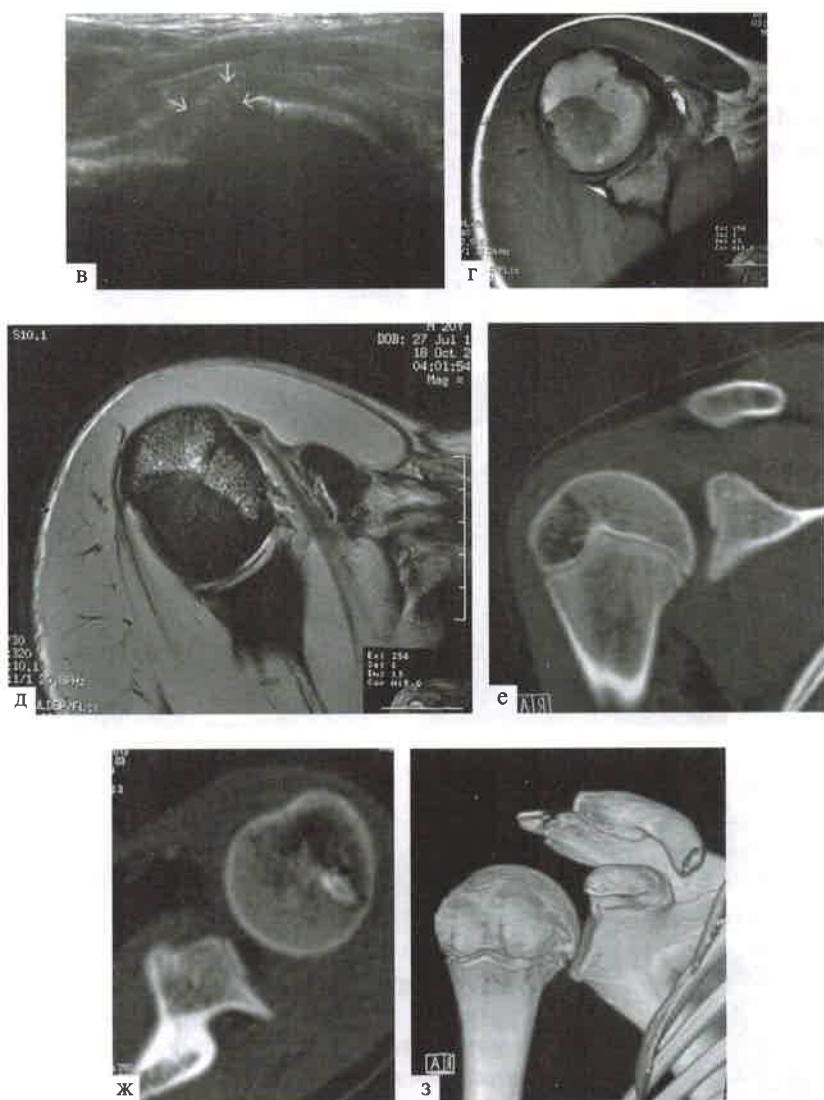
Продолжение. Рецидивирующий вывих правого плеча. Ультрасонография правого плечевого сустава (в). МРТ правого плечевого сустава (г), другой режим (д). Компьютерная томография: фронтальный (е) и поперечный (ж) срезы; з—3D-реконструкция
